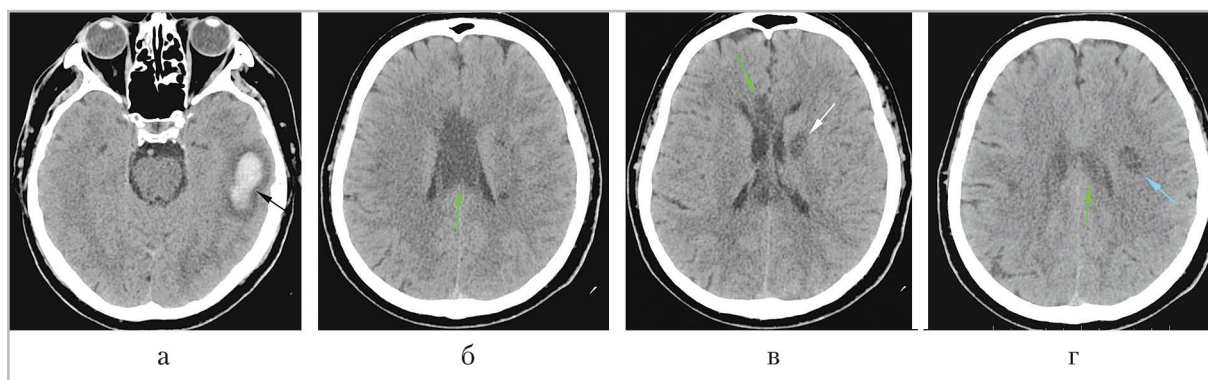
Компьютерные томограммы головного мозга в аксиальной плоскости (а – г). В левой височной доле определяется внутримозговая гематома (черная стрелка). Визуализируются гиподенсные участки в мозолистом теле (зеленая стрелка), области базальных ядер слева (белая стрелка) и в белом веществе левой лобной доли (голубая стрелка)
